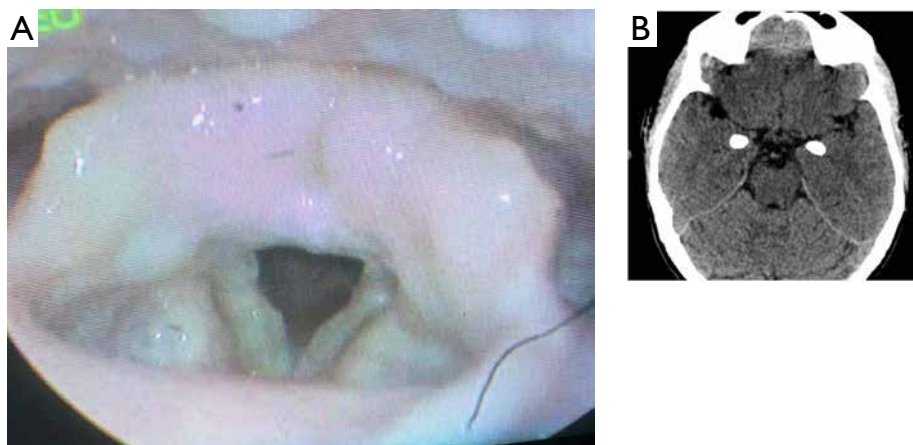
A – Laryngoscopy shows bilaterally swollen aryepiglottic folds with thickened true cords with irregular surface. B – Non-contrast computed tomography of the head shows symmetrical calcification involving bilateral medial temporal lobes
